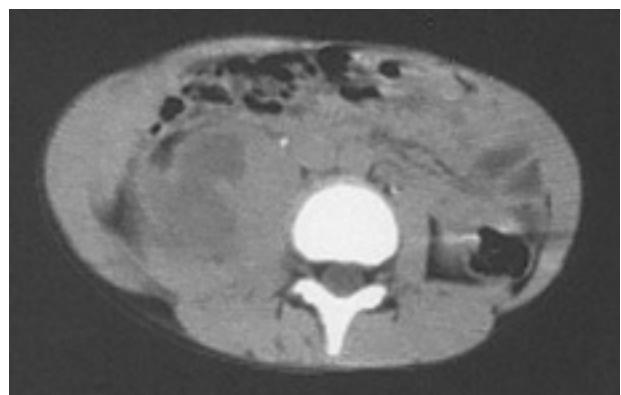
TAC con absceso retroperitoneal derecho.
